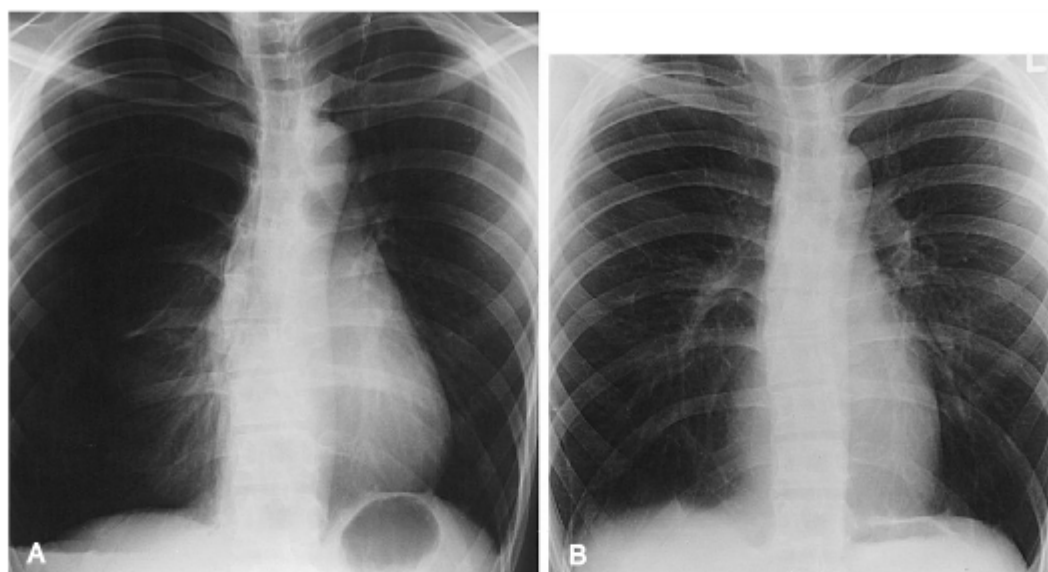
A, Radiografia de tórax demonstrando pneumotórax espontâneo do lado direito. Observe a presença de cicatriz apical esquerda devido à operação prévia para pneumotórax espontâneo esquerdo. B, Radiografia de tórax após bullectomia toracoscópica e pleurectomia apical.
